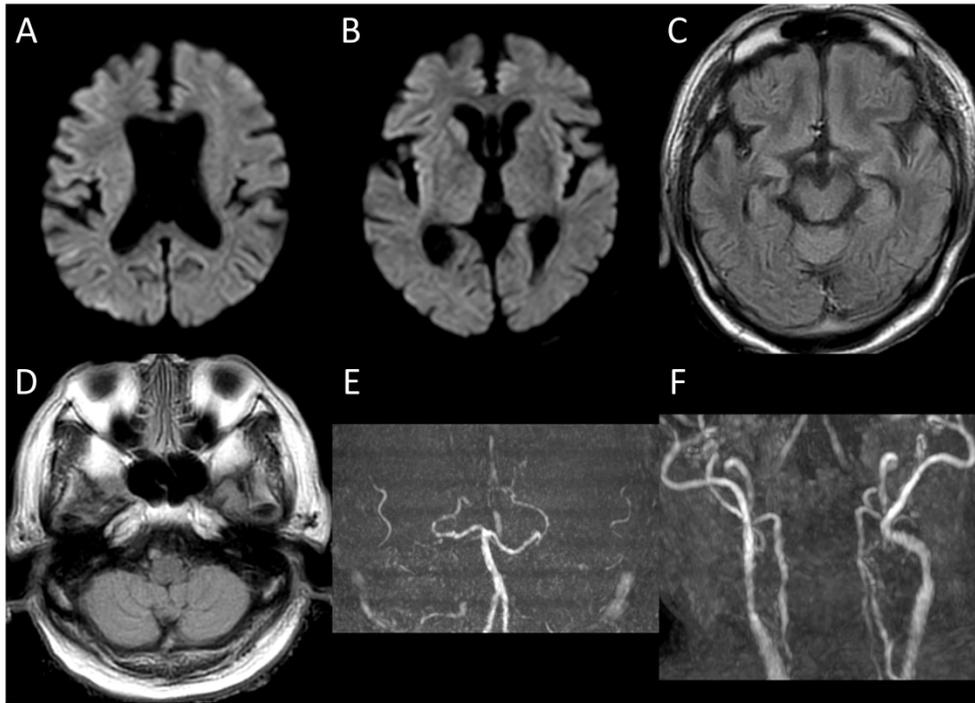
Brain MRI and MRA about 90 minutes after onset
